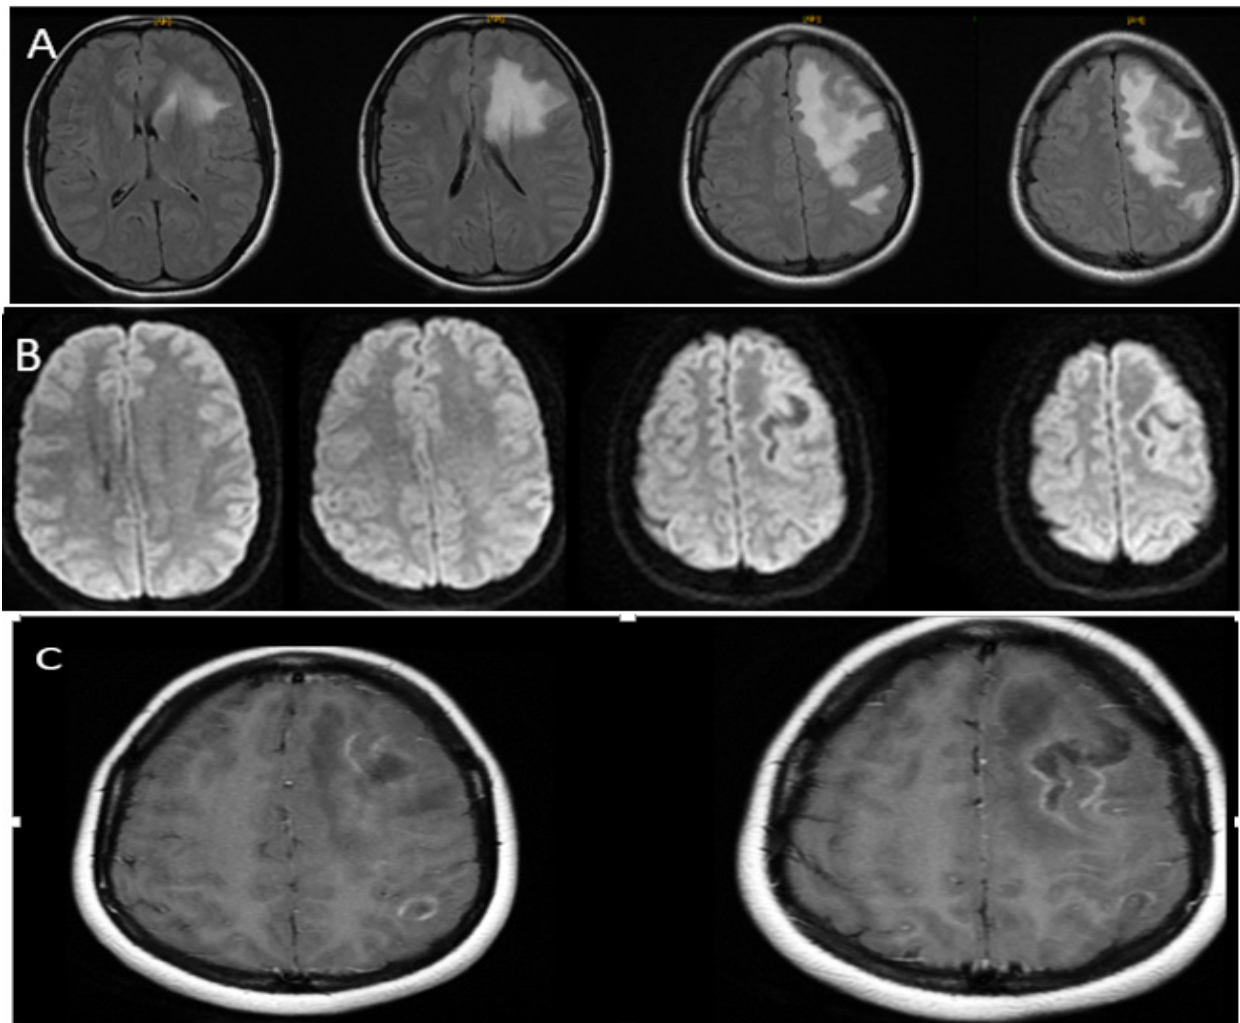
IRM encéphalique coupe axiale Flair (A), Diffusion (B), et T1 injectée (C), objectivant une lésion fronto-pariétale gauche en hypersignal flair exerçant un effet de masse sur la corne antérieure homolatérale, sans restriction à la diffusion, avec une prise de contraste annulaire et gyriforme par endroit.
